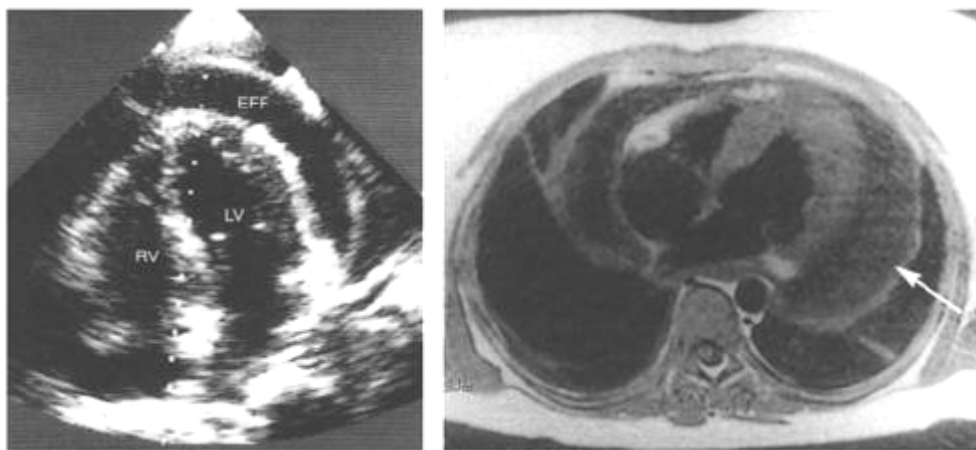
Перикардиальный выпот, определяемый при ЭхоКГ и МРТ
